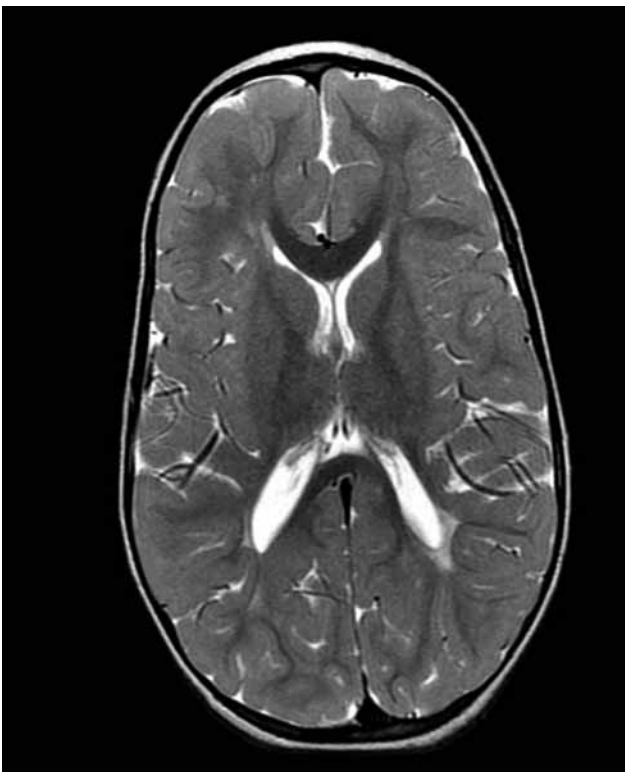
IRM cérébrale à 2 ans, plan axial en T2 : pas de substance blanche autour des carrefours des ventricules latéraux, corps calleux normal.
